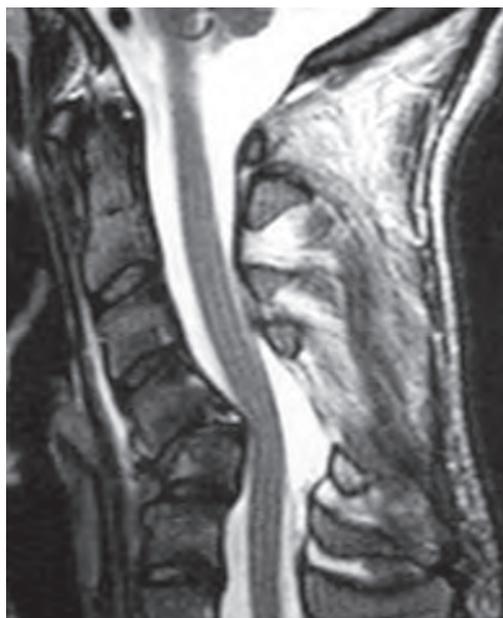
МРТ, сагиттальное Т2-ВИ. Травматический подвывих в шейном отделе с компрессией спинного мозга.
